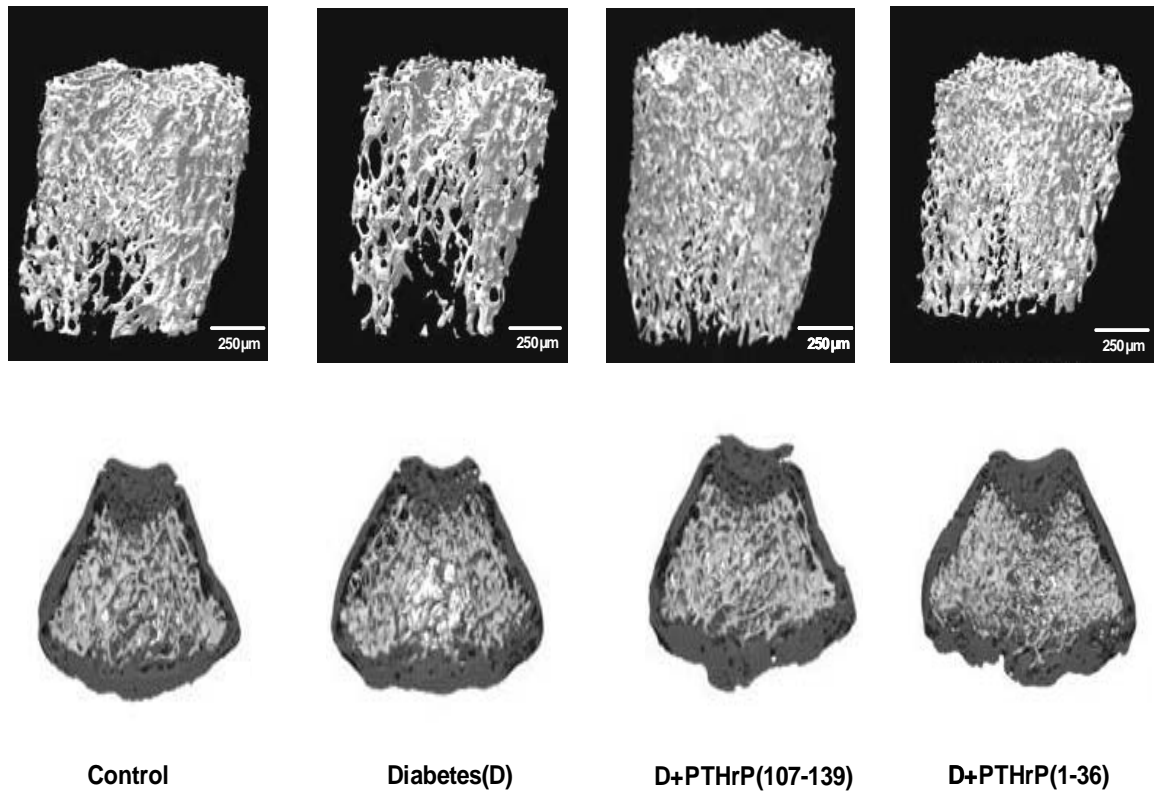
(A) Niveles de glucemia (mg/dl) (A) y peso (g) (B) de los ratones controles y diabéticos, tratados o no con PTHrP (107-139) o PTHrP (1-36) (como péptido anabólico control). Los resultados son medias \pm EEM de cada uno de los grupos experimentales ($n=5-10$). * $p<0,05$ vs control;  $p<0,05$ vs D. (C) Imágenes representativas de μ CT de las áreas trabeculares del fémur distal en los diferentes grupos de estudio.
